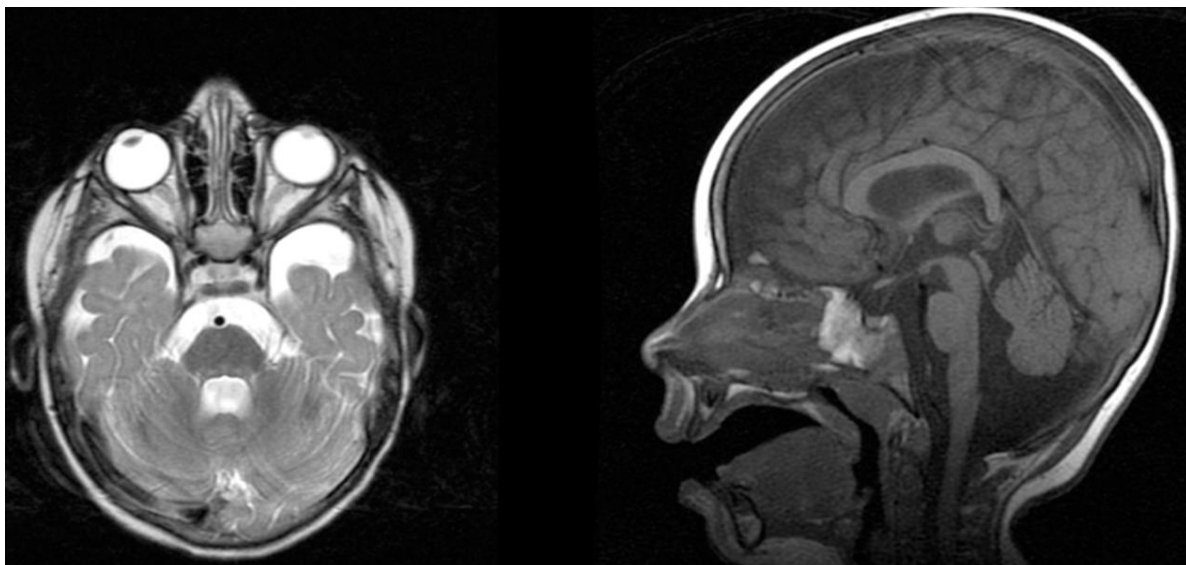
МРТ головного мозку хворого Ш. (№143522/2014) до операції. Двобічна атрофія лобових часток, полюсів скроневих часток – наслідки перенесеної пологової травми
